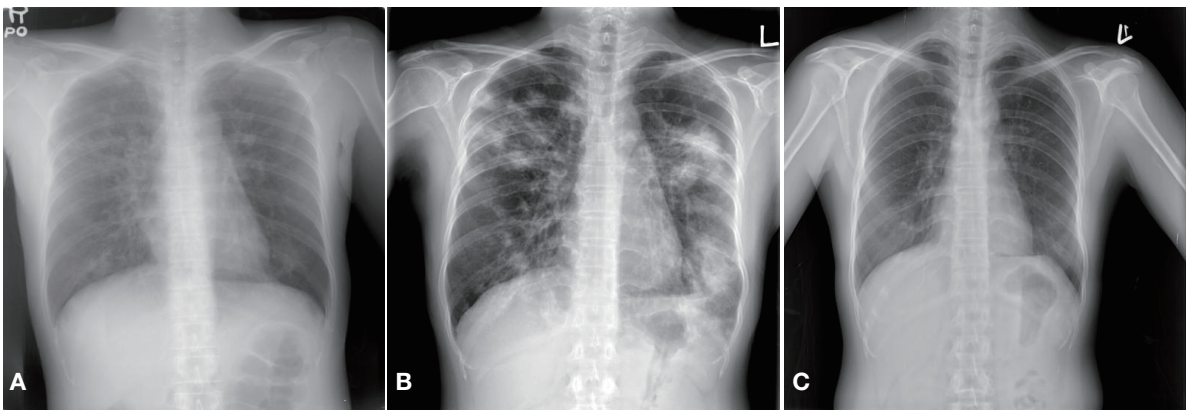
(A) The initial chest X-ray showed multiple nodular opacities in both lung fields. (B) The chest X-ray taken 6 days after admission showed progressed consolidation and patchy infiltration in both lung fields. (C) The follow-up chest X-ray after discharge showed that the multifocal pneumonic infiltrations had cleared up.
